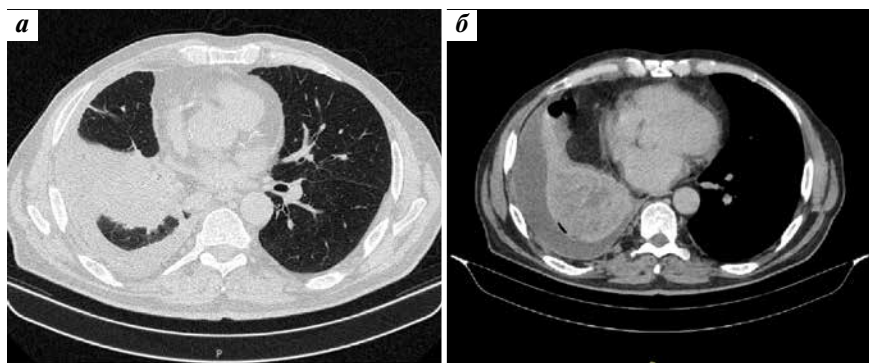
Компьютерная томография органов грудной клетки с внутривенным контрастированием до химиоиммунотерапии: а — фаза Lung 1,5 B80s; б — фаза Delay 1,5 I3Is2
